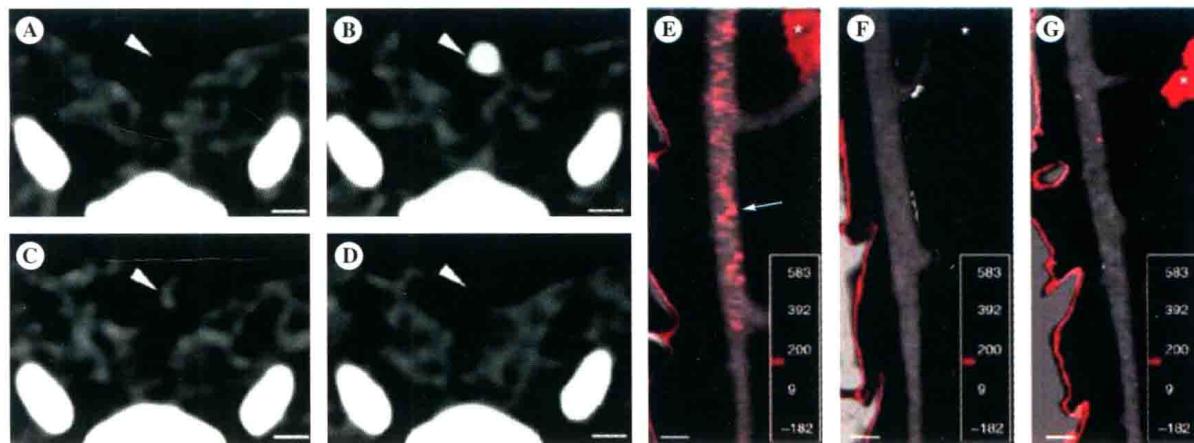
应用 CT 对动脉粥样硬化斑块的巨噬细胞进行成像
